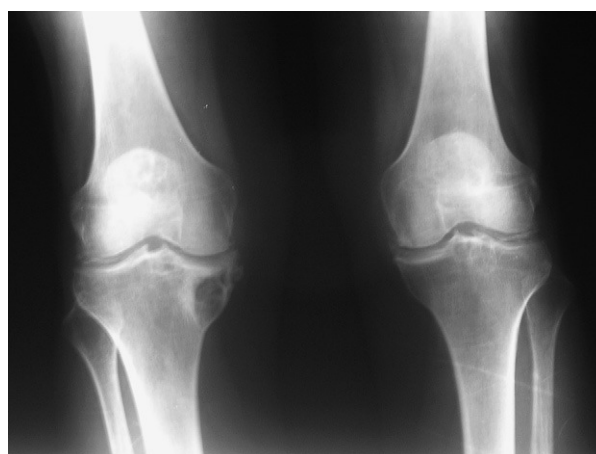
Radiografía anteroposterior de rodillas en su evolución a los 5 años en la que se aprecia pinzamiento articular femorotibial interno, esclerosis subcondral y osteofitosis marginal más marcada en rodilla derecha, aumento de intensidad y extensión de las calcificaciones en cartílagos y meniscos de ambas rodillas e imagen quística en cara interna 1/3 superior de tibia derecha.
